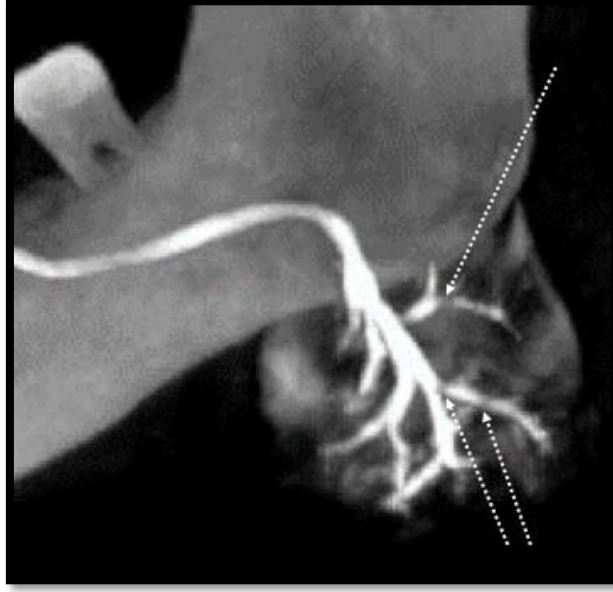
CBCT sialografi; sağlıklı bir bireyde aksiyal kesit üzerinde, major bifurkasyonun hemen distalinde (bifurkasyon öncesinde) yapılan ana kanal çapının ölçümü izleniyor (MB-ok: majör bifurkasyon, İK-oklar: ikincil kanal)
